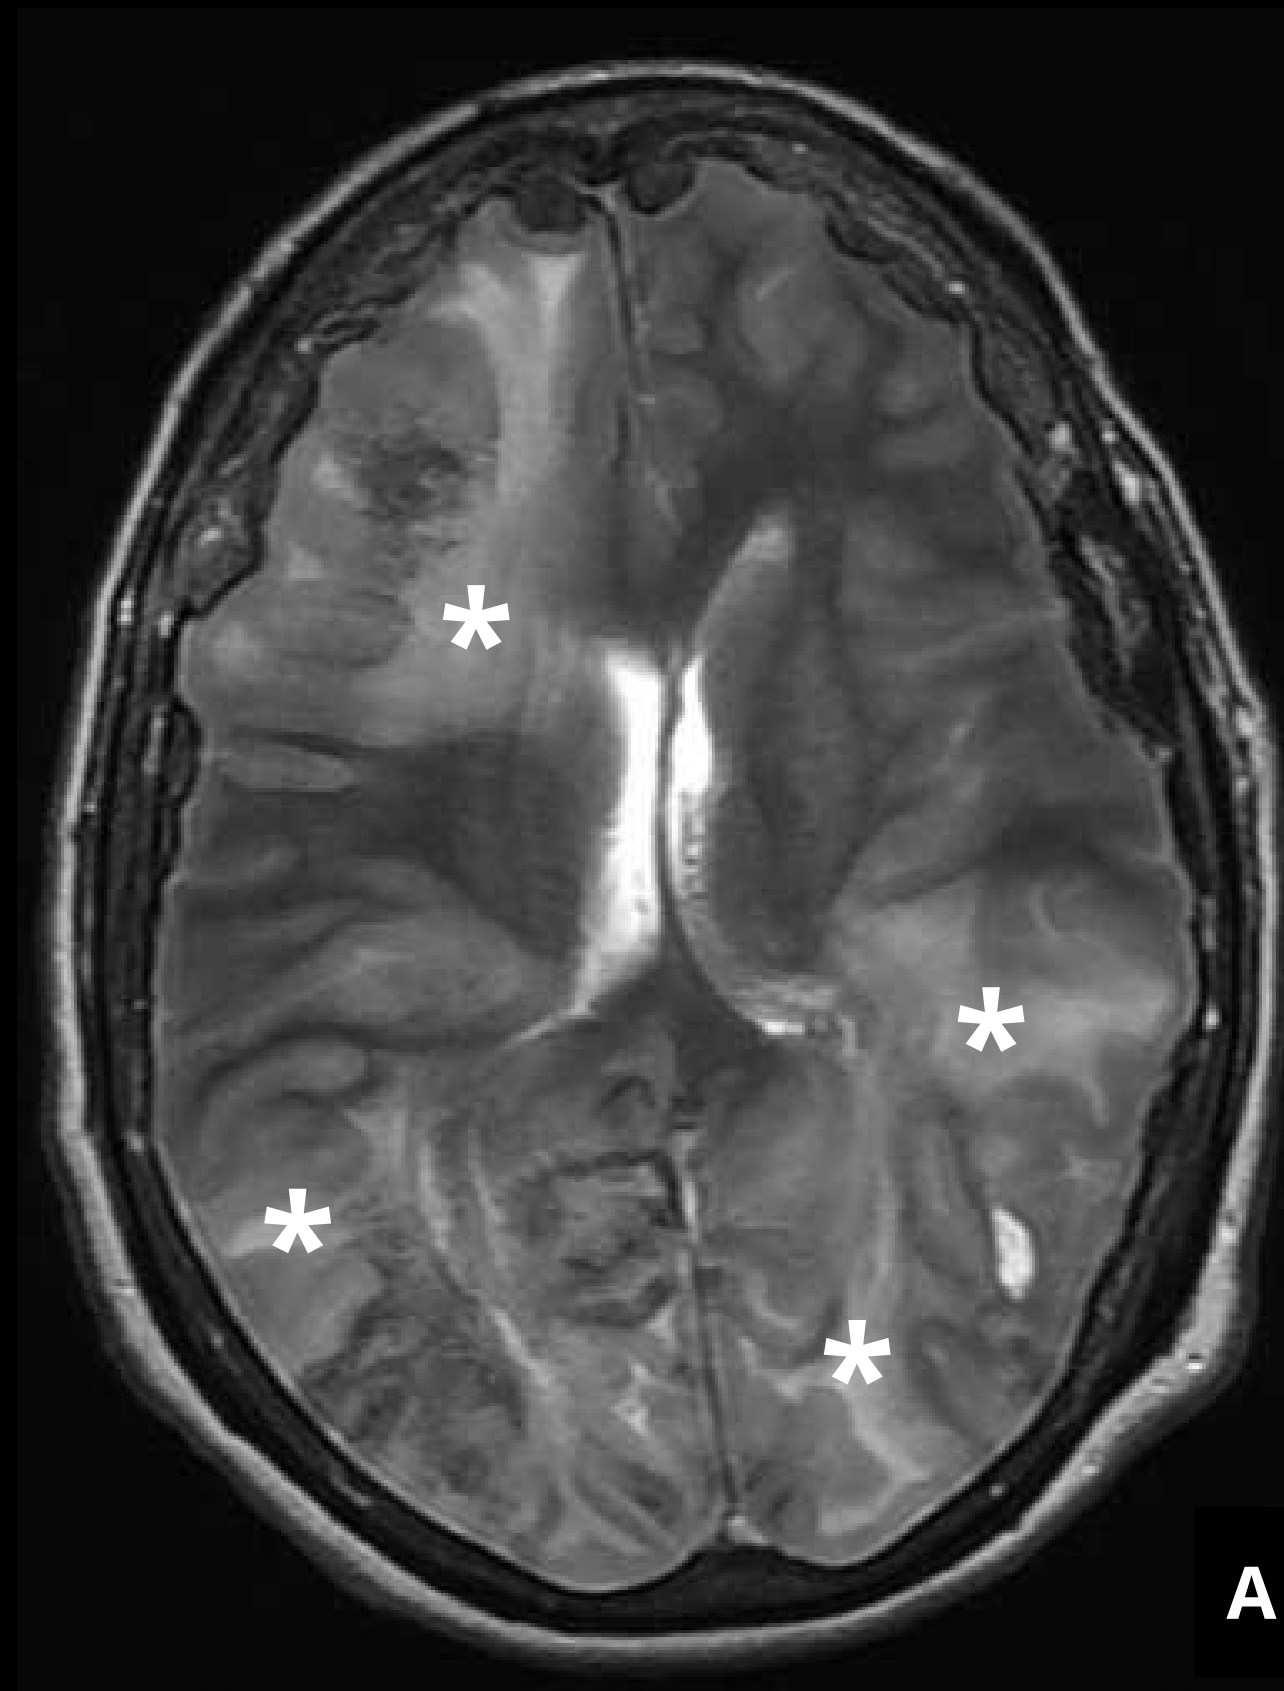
Paciente tres meses después de un trasplante alogénico de médula ósea, que presenta coma y fiebre. Secuencias de RM: T2 ponderada axial (A), T1 con contraste (B) y DWI (C), mostrando múltiples lesiones expansivas intraparenquimatosas bilaterales (puntas de flecha blancas), sin realce de contraste (asteriscos blancos), restricción de difusión (puntas de flecha amarillas) y extenso edema vasogénico asociado (punta de flecha roja). Diagnóstico: múltiples abscesos por *Aspergillus*.
